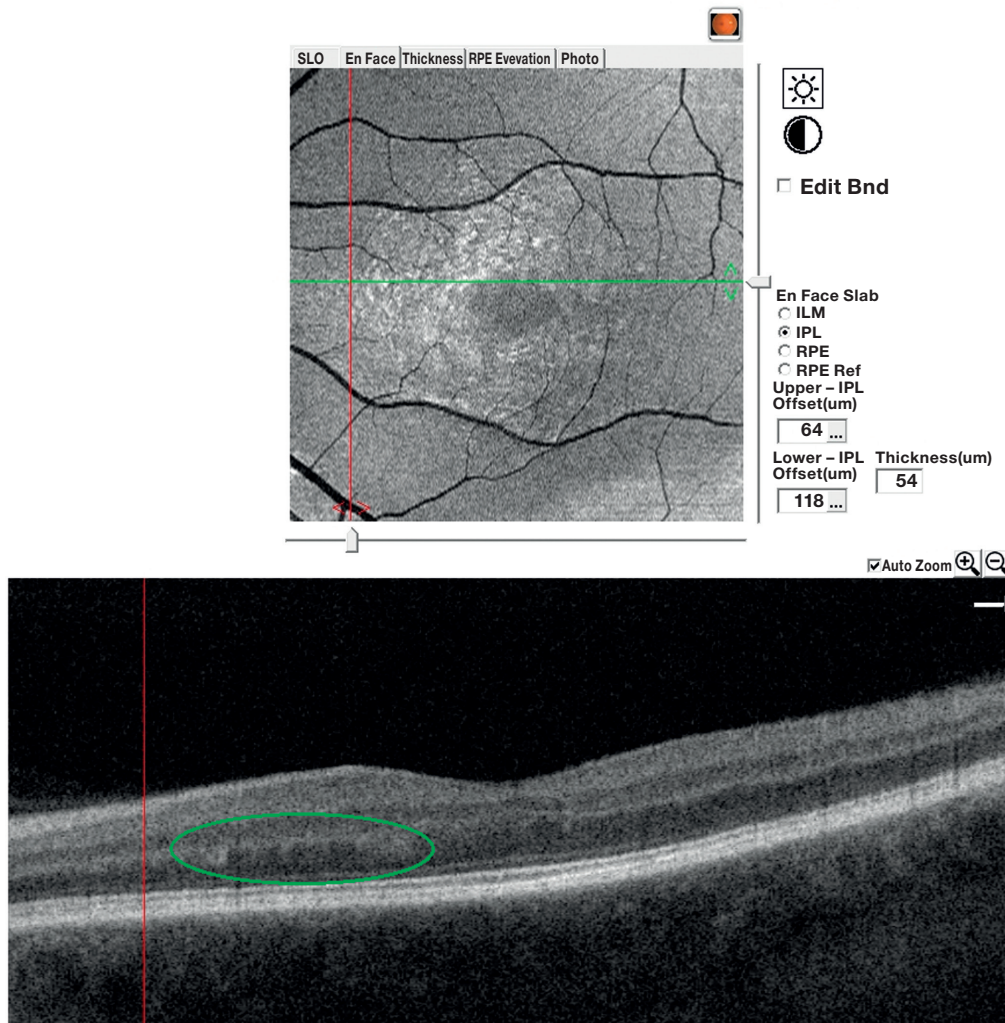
Оптическая когерентная томография сетчатки (прибор Solix Optovue, США, протокол Macula Cube): сверху — изображение En Face (анфас), снизу — поперечный скан. Пара- и перифовеально, преимущественно с носовой стороны, изменения на уровне наружного плексиформного и наружного ядерного слоёв (зелёный овал). IPL — внутренний плексиформный слой.
